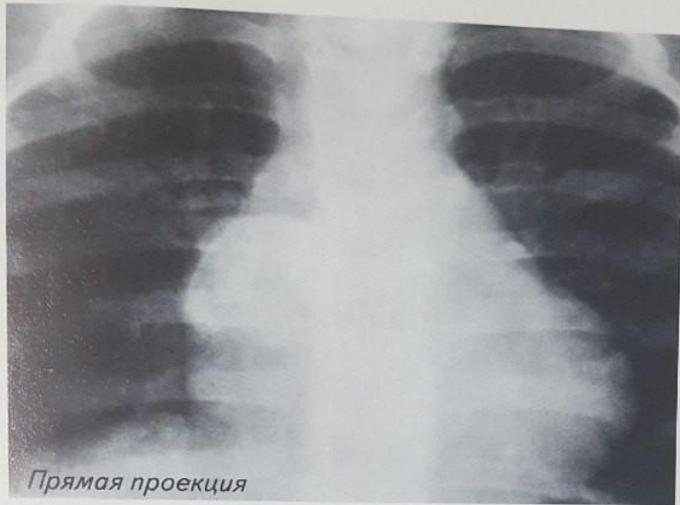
Рентгенограммы грудной клетки с обызвествленной миксомой правого предсердия больного М., 62 лет. (Сердце увеличено в поперечнике вправо, талия сглажена. В косых проекциях увеличено ПП. В проекции ПП определяется дополнительная округлая тень, кальцинированная, размером около 4 см).
